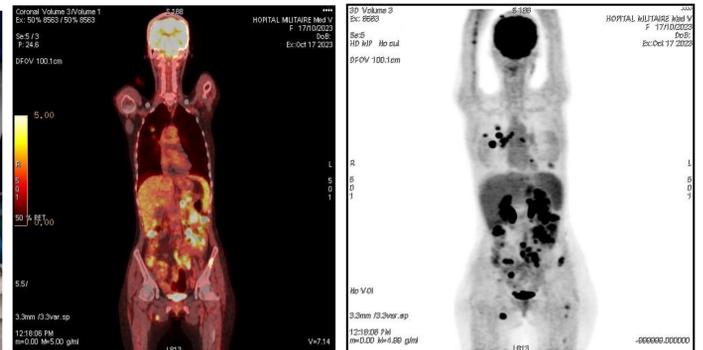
foyers hypermétaboliques suspects au niveau pulmonaire, périgastrique, colique, osseux et ganglionnaires au FDG PET/CT
